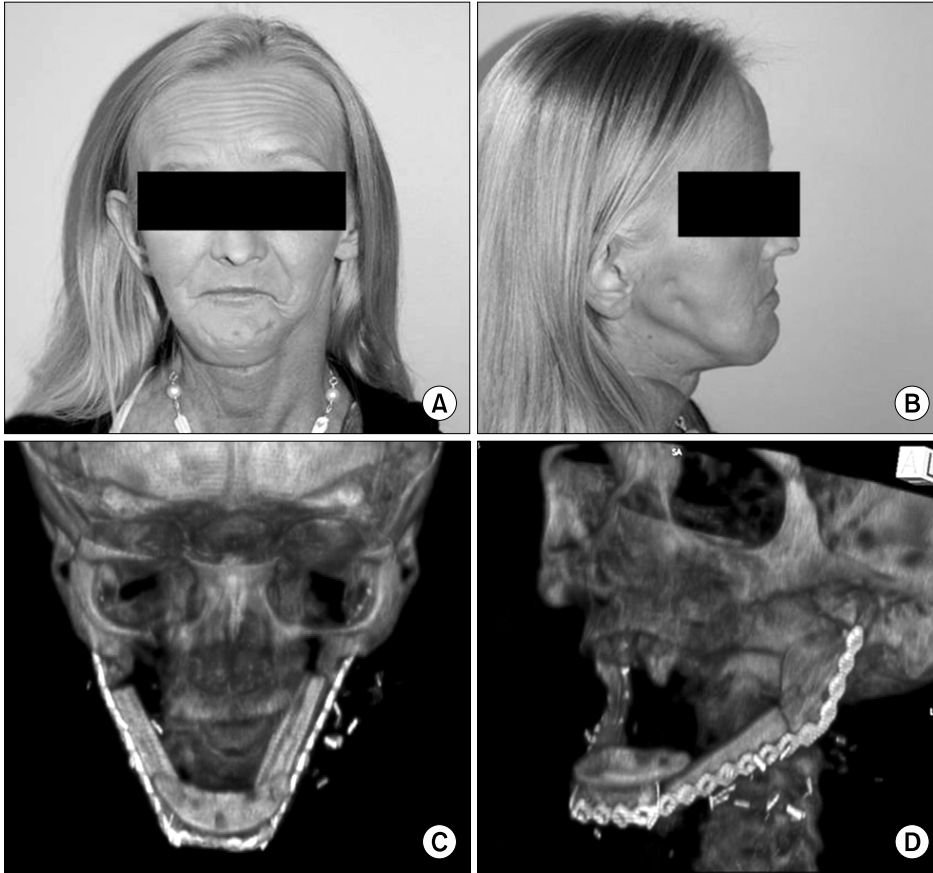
Postoperative view. (A) Frontal, (B) lateral, (C) & (D) 3-dimensional tomographic images.
